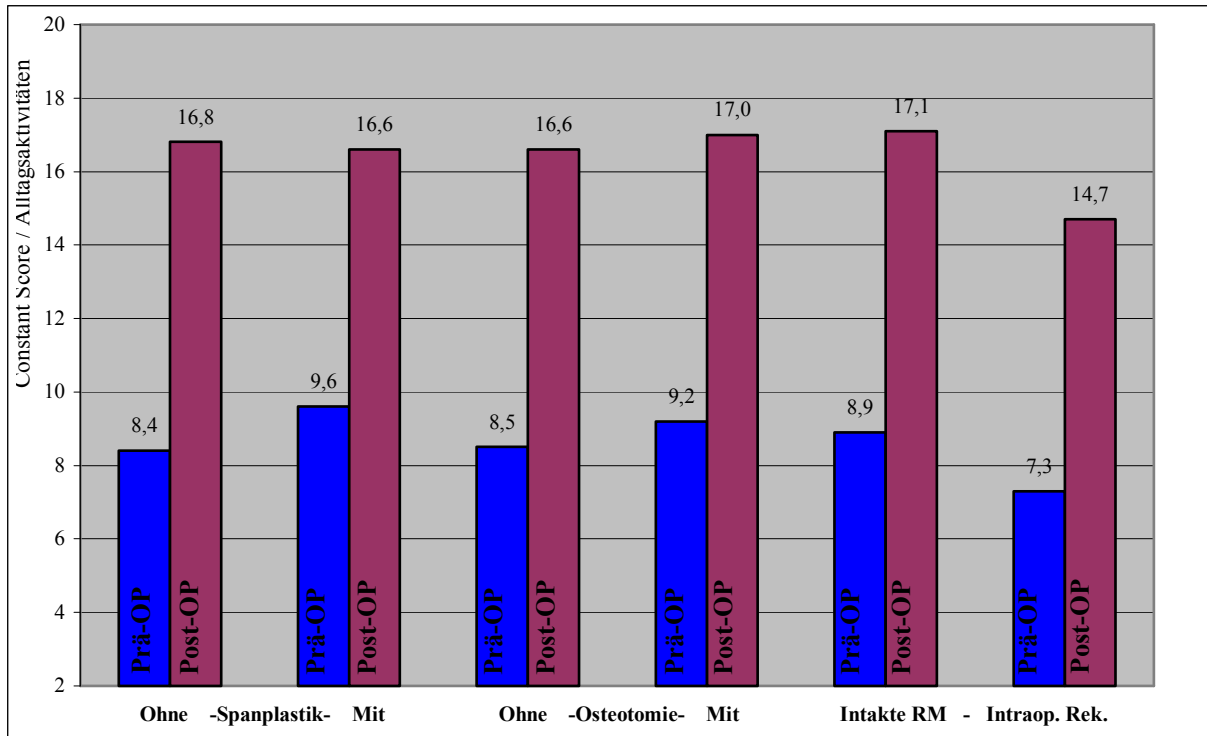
Ergebnisse für Alltagsaktivitäten in Abhängigkeit von Zusatzeingriffen. Links: Patienten ohne und mit (n=11) Spanplastik. Mitte: Patienten ohne und mit (n=14) Glenoidosteotomie. Rechts: Patienten mit intakter Rotatorenmanschette (RM) und mit intraoperativer Rekonstruktion (n=7).
